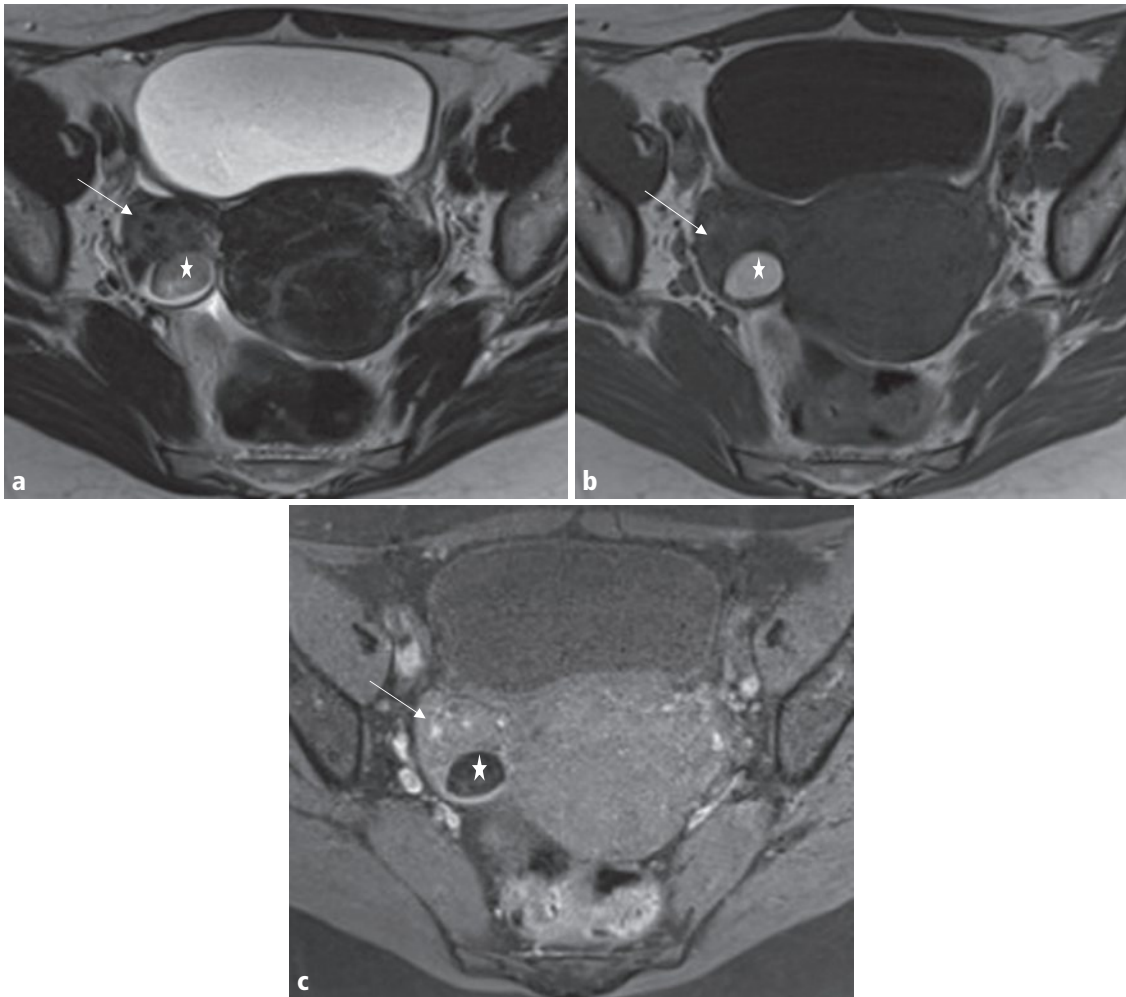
a–c L'IRM confirme le caractère graisseux d'une partie du kyste, de signal intermédiaire en T2 (étoile en a), en hypersignal en T1 (étoile en b), en hyposignal en T1 avec saturation de la graisse (étoile en c) et jouxtant la composante tissulaire (flèche en a, b et c).
